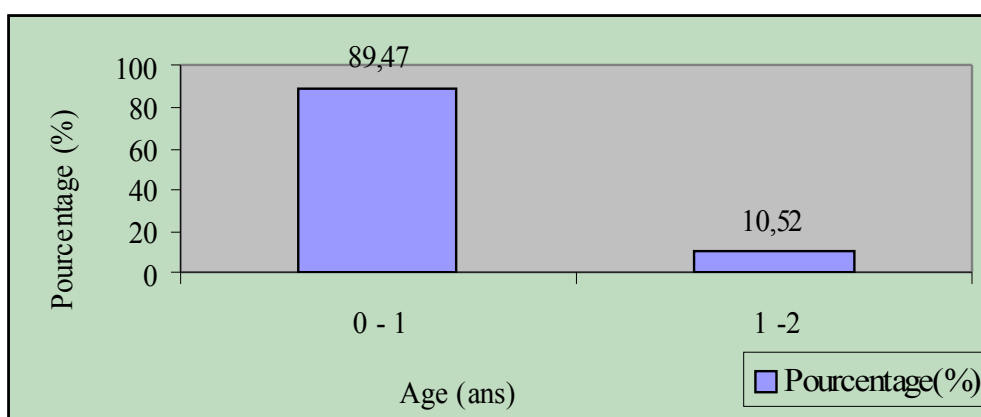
Représentation graphique de l'échographie trans-fontanelle selon l'âge
